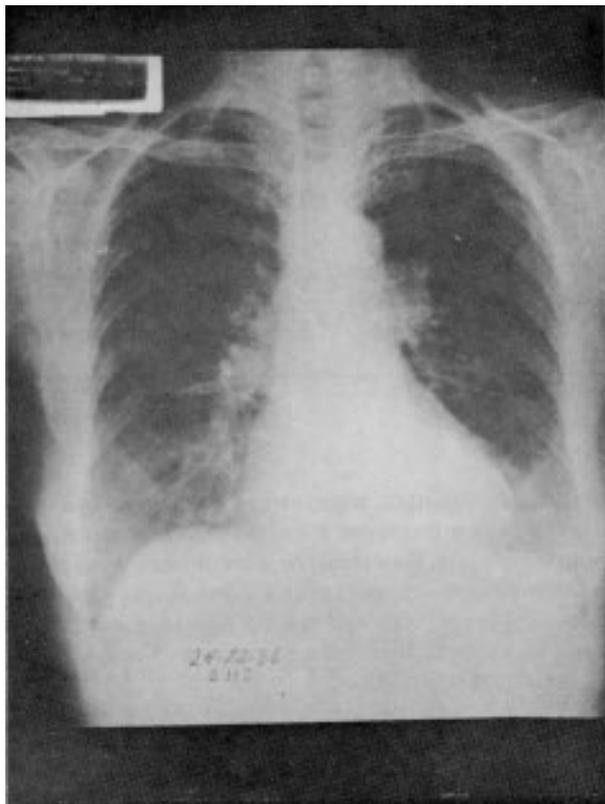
Cerca de 15 h após o edema agudo, a radiografia permite verificar o retorno da transparência pulmonar ao normal.
